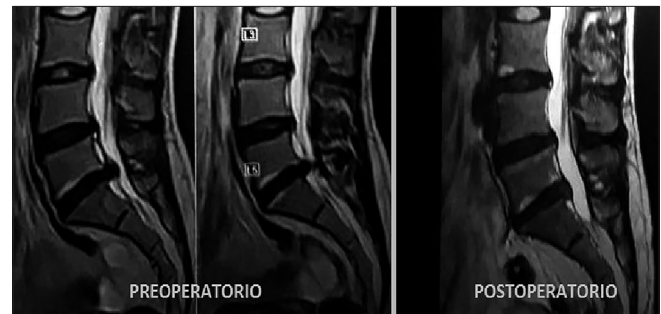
RMN pre y postoperatoria, abordaje Interlaminar Hernia L5S1 extruída.
